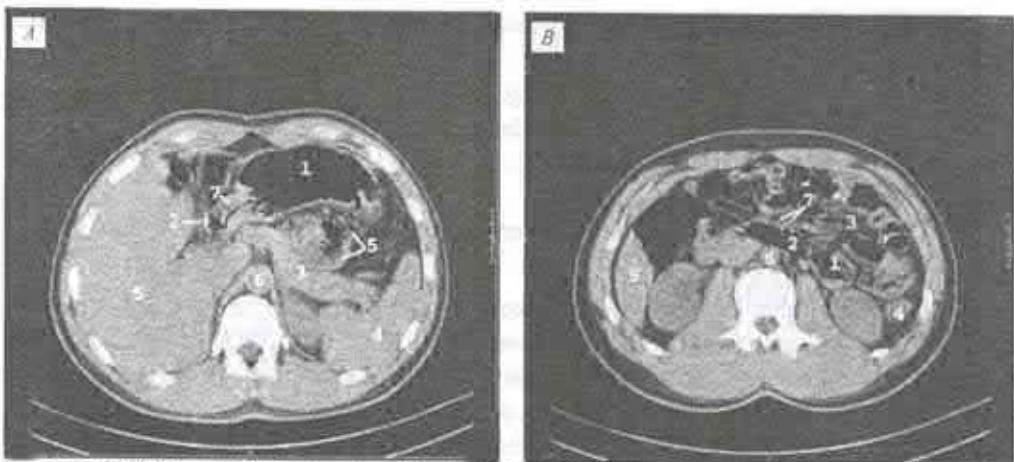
Tomografie computerizată abdominală. Imagine a duodenului malrotat (caz clinic propriu). A – secțiune transversală la nivelul Th₁₂; 1 – stomac; 2 – duodenul; 3 – flexura duodeno-jejunală; 4 – ileum; 5 – ficatul; 6 – aorta; 7 – portalul. B – secțiunea transversală la nivelul L₁; 1 – D₁; 2 – D₂; 3 – ansele jejunale; 4 – polul inferior al ileului; 5 – marginea inferioară a ficatului; 6 – aorta; 7 – artera și vena mezenterice superioare.
